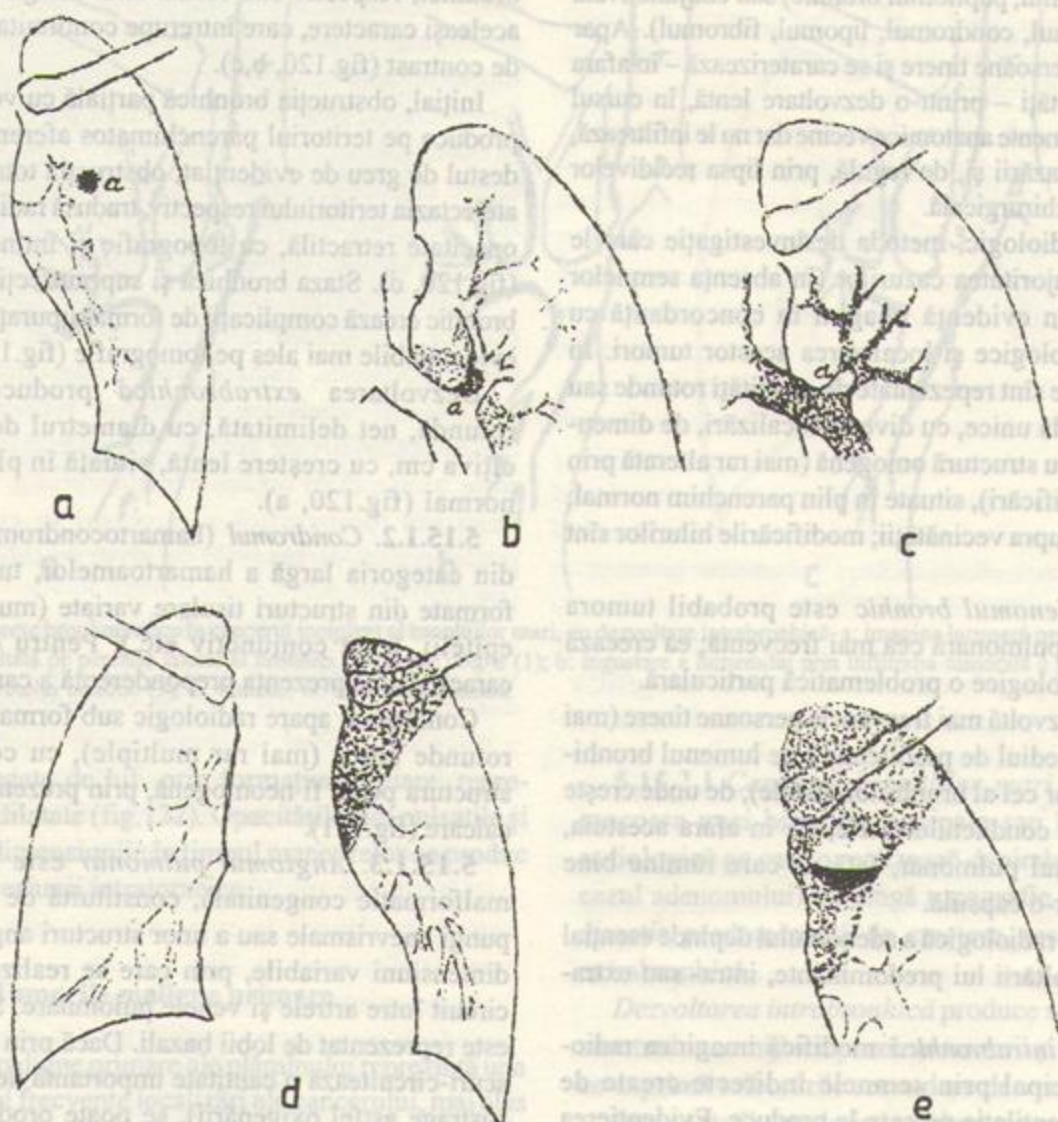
Aspecte radiologice create de adenomul bronhic. a: adenom cu dezvoltare extrabronhică; b: adenom dezvoltat în lumenul bronhiei lobare superioare stîng (imagine tomografică); c: imaginea bronhografică a aceluiași caz; d: atelectazia lobului superior stîng produsă de dezvoltarea ulterioară intrabronhică a adenomului; e: supurația lobului atelectatic prin stază și suprainfecție.
